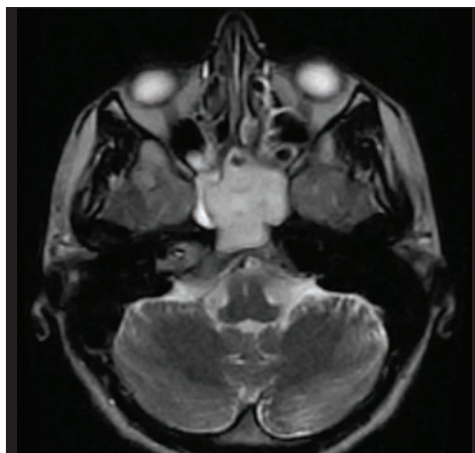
Міцетом. МРТ у режимі Т2
